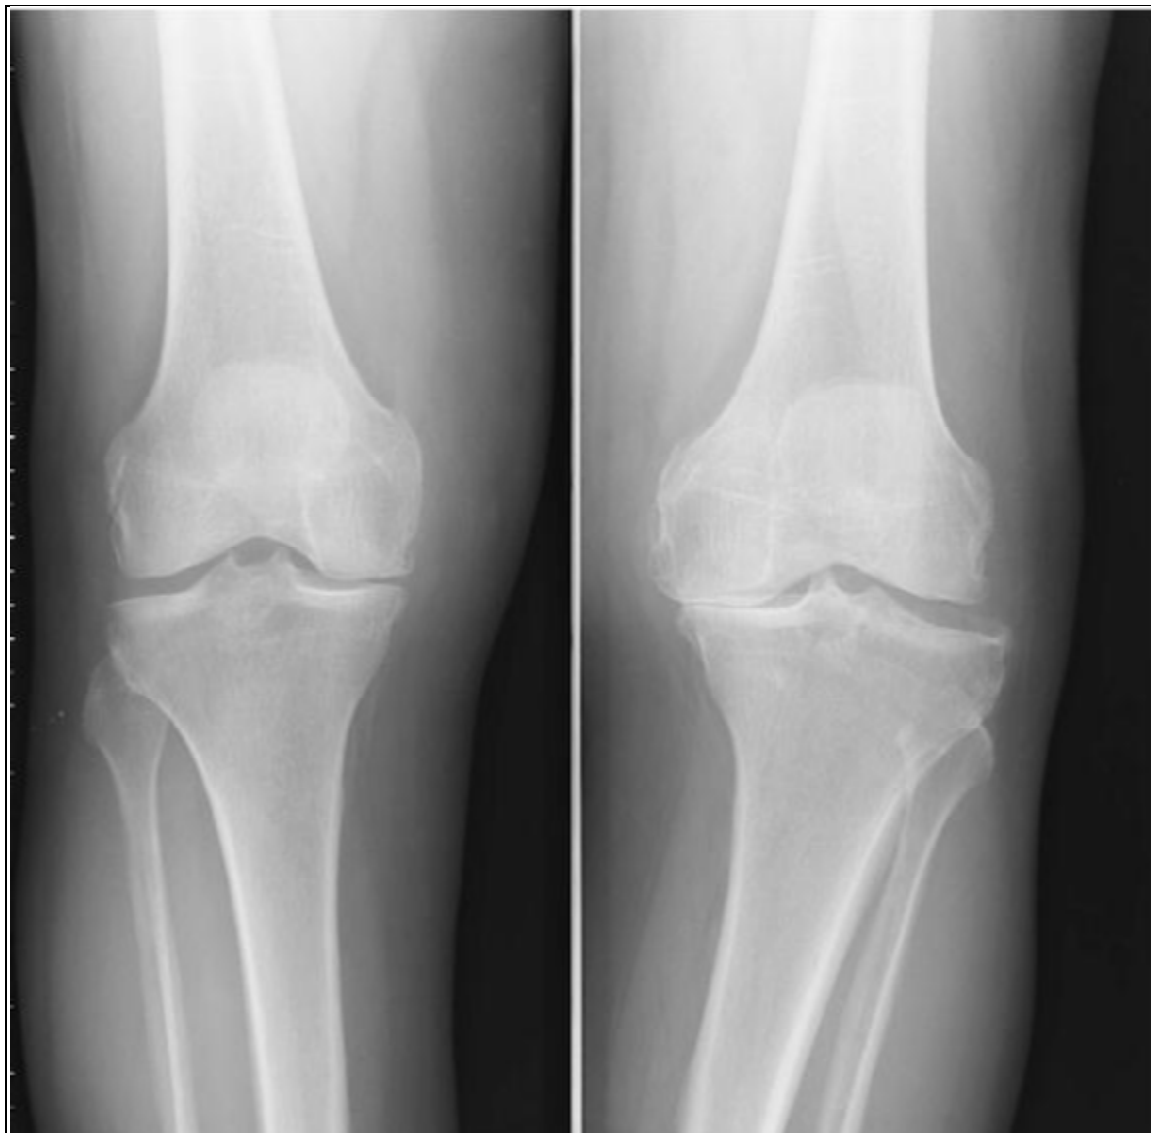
Radiographie de face des deux genoux
